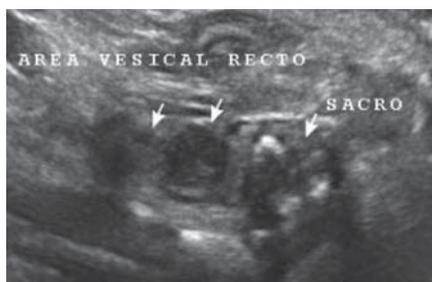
Corte axial por ultrasonido a nivel pélvico demostrando la ausencia de la vejiga urinaria.
